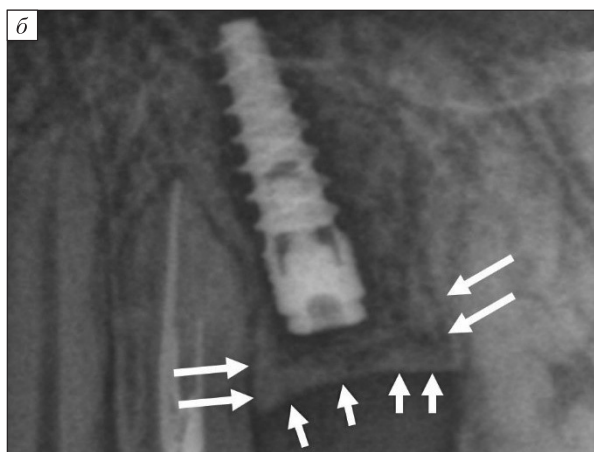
Рентгенологическое изучение результатов имплантации титанового винтового изделия в альвеолярный отросток верхней челюсти с внедрением фрагментов аутокости. Сразу после хирургического вмешательства хорошо визуализировано просветление над шейкой имплантата вследствие удаления тканей (а); спустя 5 мес. после имплантации костная ткань присутствует в виде линии со значительными утолщениями над всей шейкой имплантата (стрелки), в мягких тканях присутствует плотный объект неправильной формы с неровными краями, не связанный с костной тканью; выраженной неоднородности, значительных разрежений на периферии и рядом с этим объектом нет (б)
